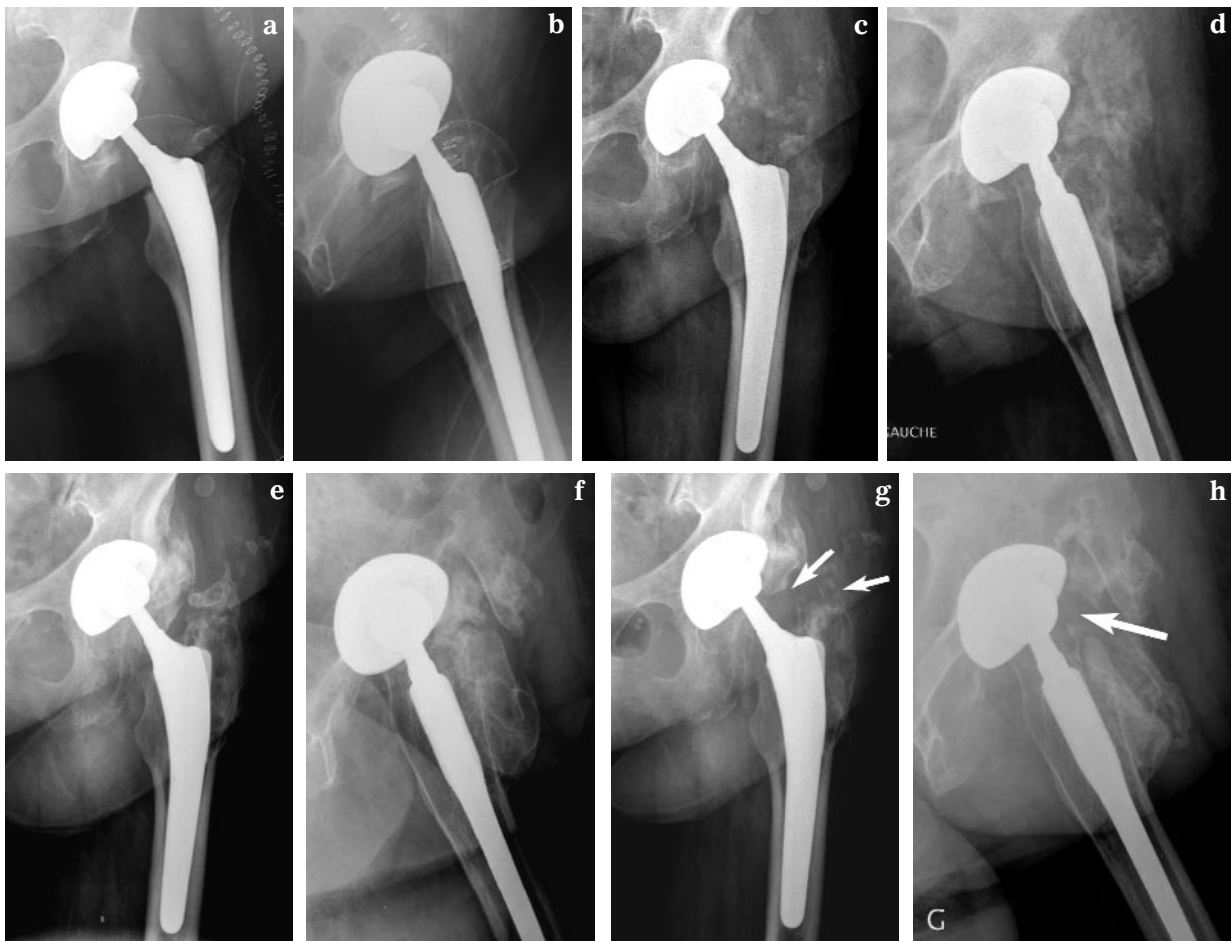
Ossification post-prothétique (OPP) chez une patiente de 80 ans ayant bénéficié de la pose d'une prothèse totale de hanche par voie antéro-latérale en raison d'une coxarthrose sévère. Dès la 4<sup>e</sup> semaine postopératoire, la patiente présente des douleurs qui vont s'amender progressivement et une limitation progressive des amplitudes articulaires qui va se majorer et devenir invalidante (flexion de la hanche limitée à 30° et abduction à 15°). Les radiographies standards successives vont montrer l'apparition et la maturation progressive de l'OPP. 21 mois après la 1<sup>re</sup> intervention, la résection chirurgicale partielle de l'OPP, notamment d'un fragment péri-cervical, libère l'articulation et permet une récupération fonctionnelle satisfaisante. (a, b) Radiographies postopératoires immédiates après la pose de la prothèse (c, d) Radiographies 2 mois après la pose de la prothèse, (e, f) Radiographies 21 mois après la pose de la prothèse, (g, h) Radiographies après la résection partielle de l'OPP (flèches).
